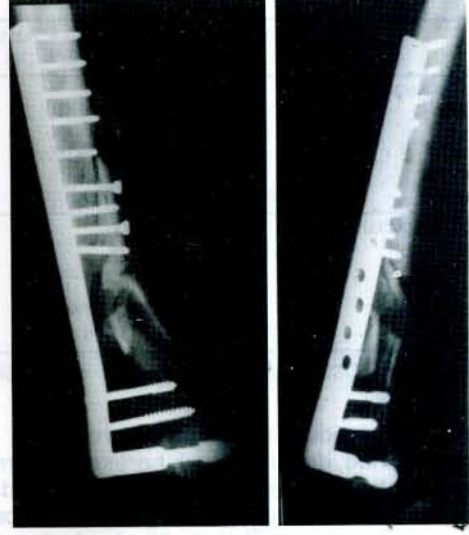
Aynı hastanın 95 derece açılı plakla (L-plak) tedavi edildikten sonraki ön-arka ve yan radyografisi
